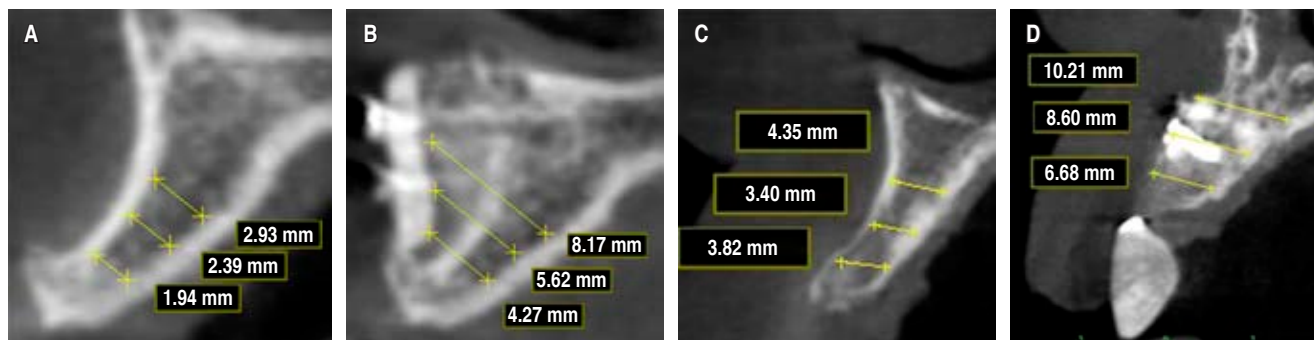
Tomografía Cone Beam. Corte transaxial. A) Defecto inicial caso 1. B) Volumen óseo obtenido a los cinco meses de postoperatorio caso 1. C) Defecto inicial caso 2. D) Volumen óseo obtenido a los cinco meses de postoperatorio caso 2.
